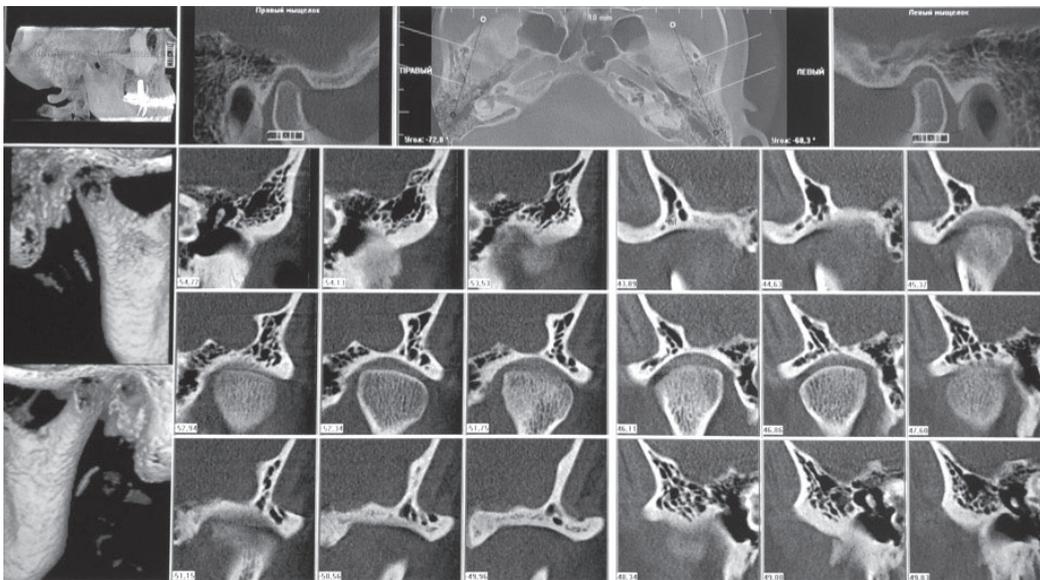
Компьютерная томография ВНЧС пациентки А, 35 лет до начала лечения
